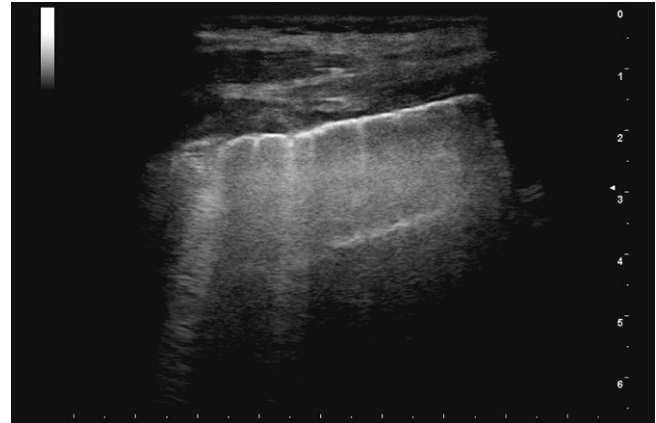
▲ Lungensonographie bei einem Patienten mit nachgewiesener SARS-CoV-2-Infektion. Transversale Schallkopfführung im ICR. Die Pleuralinie ist hier nicht verdickt, zeigt aber einen unregelmäßigen Verlauf mit Einziehungen, von wo vereinzelte kleinere Kometenschweifartefakte ausgehen. (Bildnachweis: A. Seibel)
